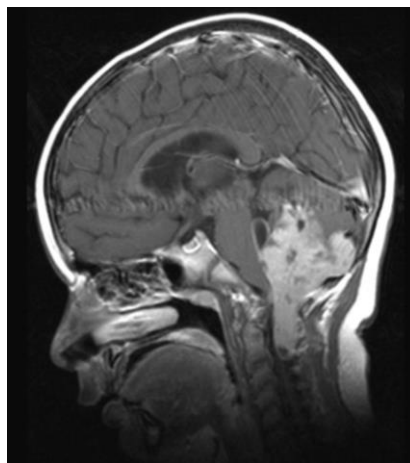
Б-ой М., и/б 3844/05. МРТ головного мозга с контрастным усилением T1 сагит-тальный срез – распростра-нение опухоли в спинно-мозговой канал
